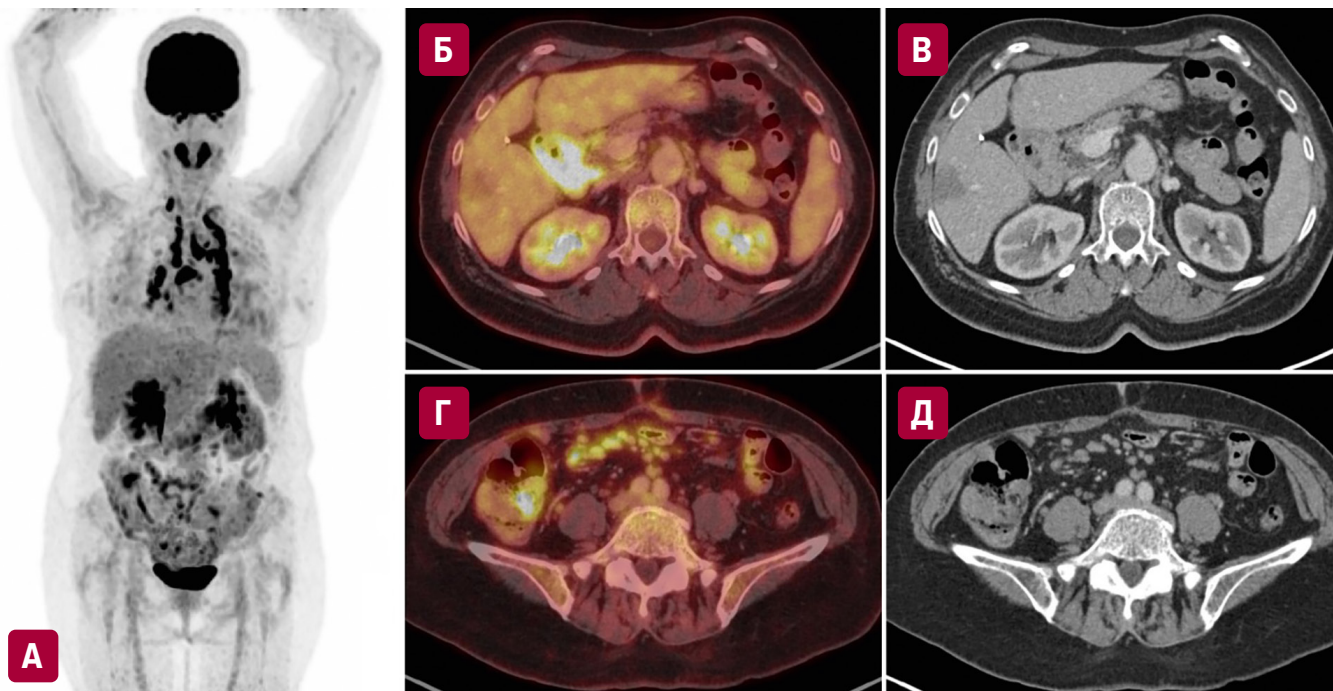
Лимфома из клеток мантии. Первый рецидив спустя 2 года после завершения противоопухолевой терапии. ПЭТ-КТ выполнена впервые:
